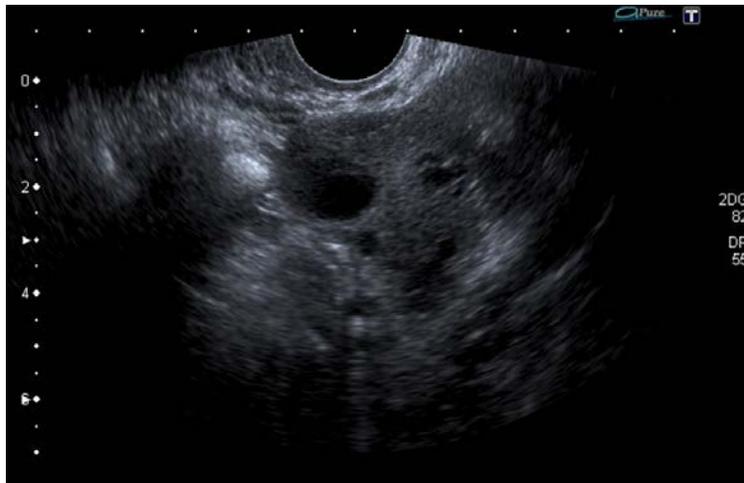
Ecografía: ovario tras quistectomía de teratoma, conservación de parénquima ovárico sano.
